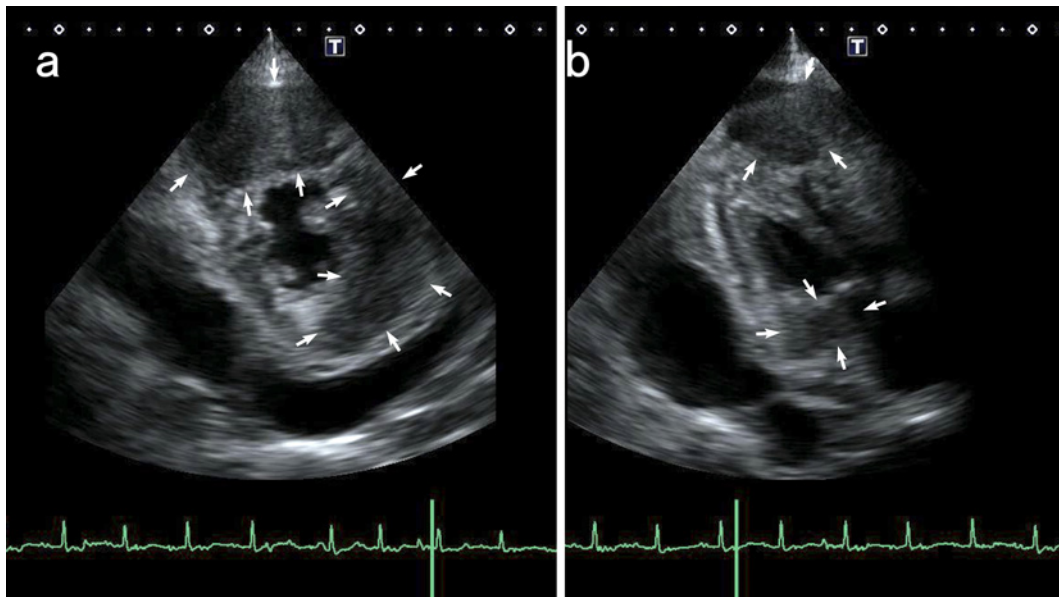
a. An echocardiogram in the left ventricular short axis view at the level of the papillary muscle demonstrates two intraluminal low-echoic masses (arrows). b. An echocardiogram in the left ventricular long axis view at the level of the apex also shows two intraluminal low-echoic masses.
